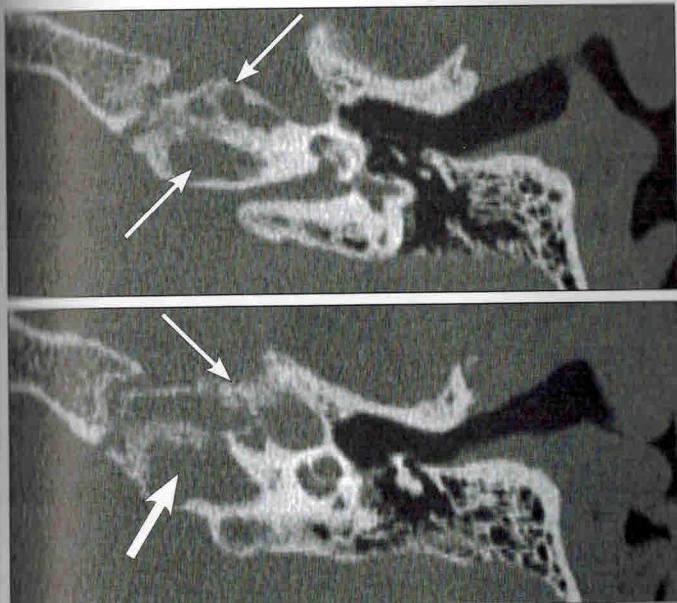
Холестериновая гранулема верхушки пирамиды. КТ
